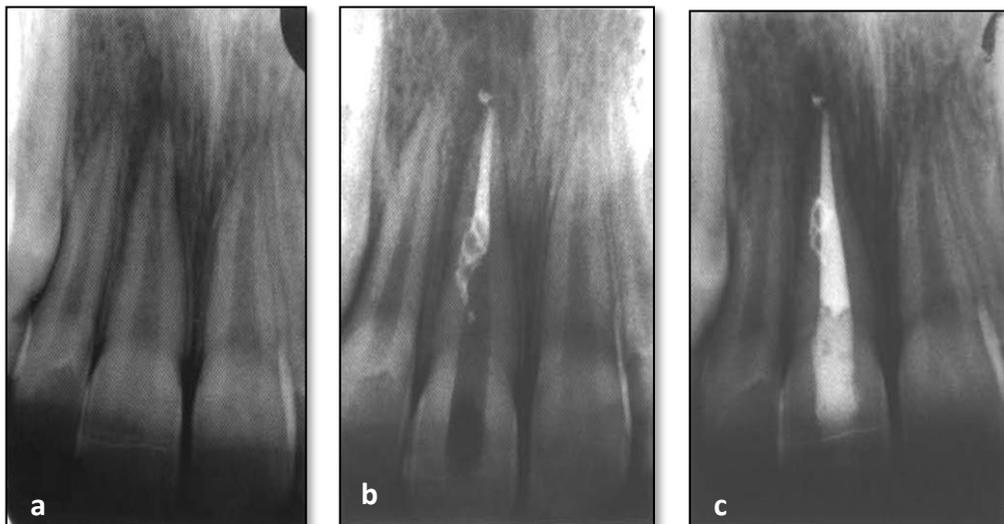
clichés radiographiques pre et per operatories [43].
